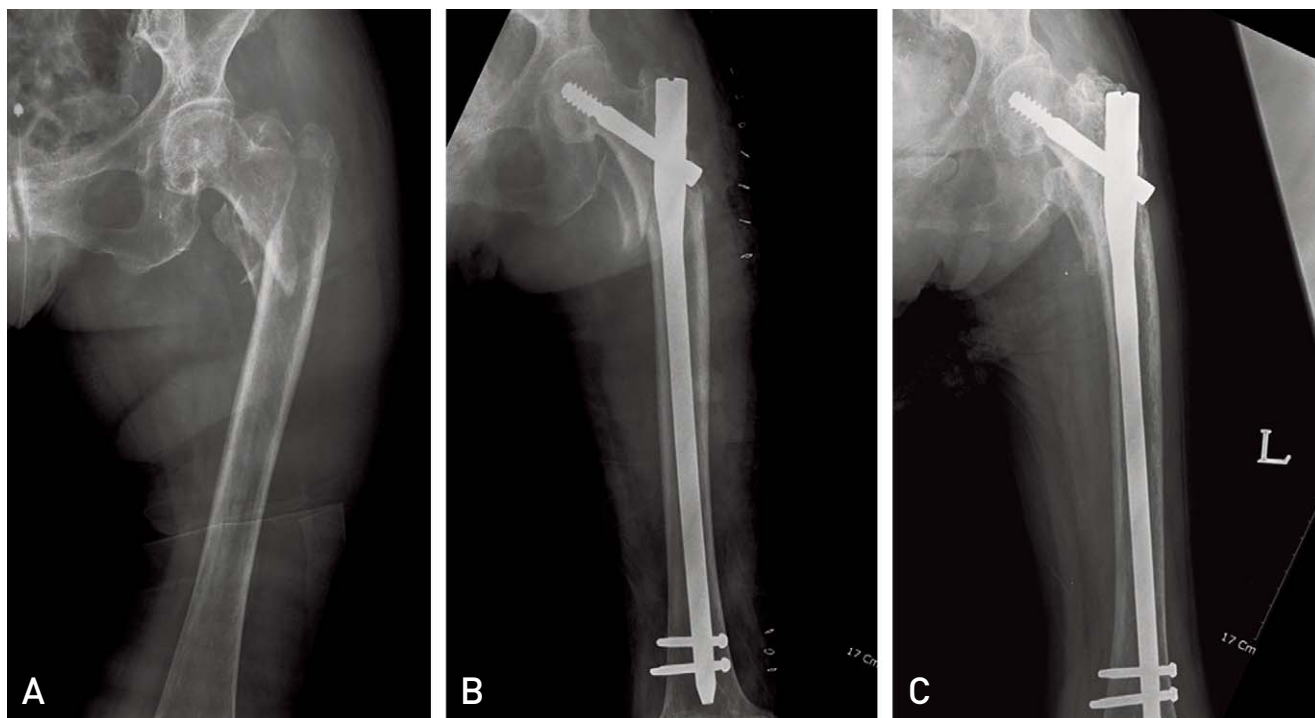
(A) Initial radiograph of 77 years old male show A2.2 pertrochanteric hip fracture. (B) Fracture was fixed with long ITST nail. (C) Radiograph at postoperative 6 months shows complete union.
